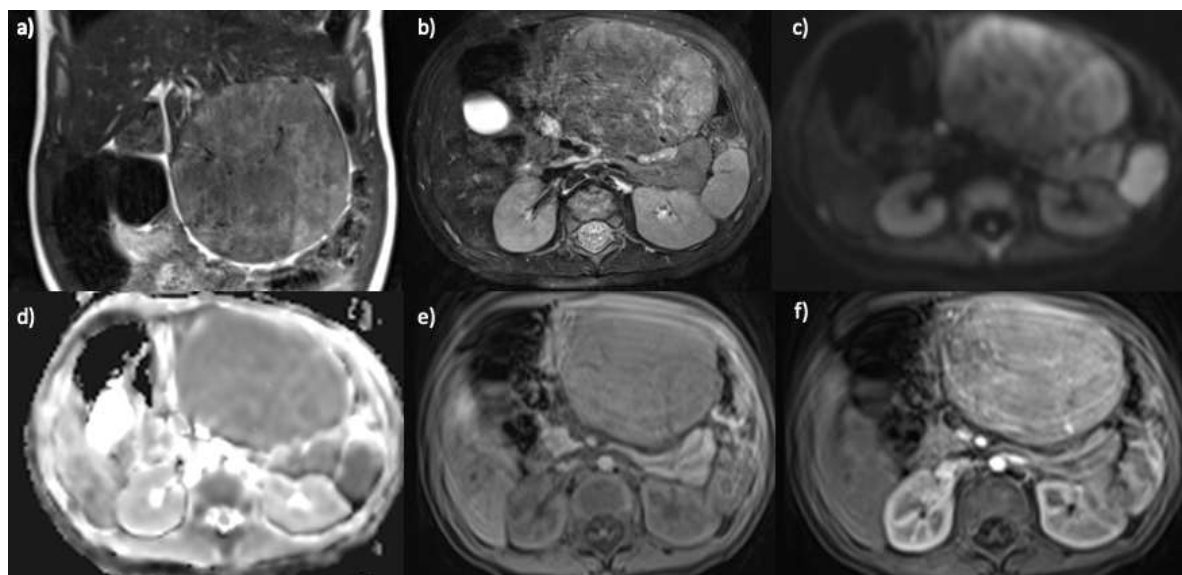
Пациент, 1 год, гепатобластома. МРТ а) в коронарной проекции; b-f) в аксиальной проекции с динамическим контрастным усилением: а) T2ВИ; б) T2ВИ с подавлением сигнала от жировой ткани; в) ДВИ с фактором взвешенности 800; д) ИКД-карта; е) T1vibe до введения контрастного препарата; ф) T1vibe венозная фаза. В S3 левой доли печени визуализируется гиперинтенсивное на T2ВИ образование. На ДВИ с фактором взвешенности 800 отмечается гиперинтенсивный сигнал. На ИКД карте образование гипоинтенсивно паренхиме печени. На T1ВИ очаг имеет гипоинтенсивный сигнал. При динамическом контрастном усилении опухоль гомогенно интенсивно накапливает контрастный препарат, с пиком накопления в венозную фазу.
